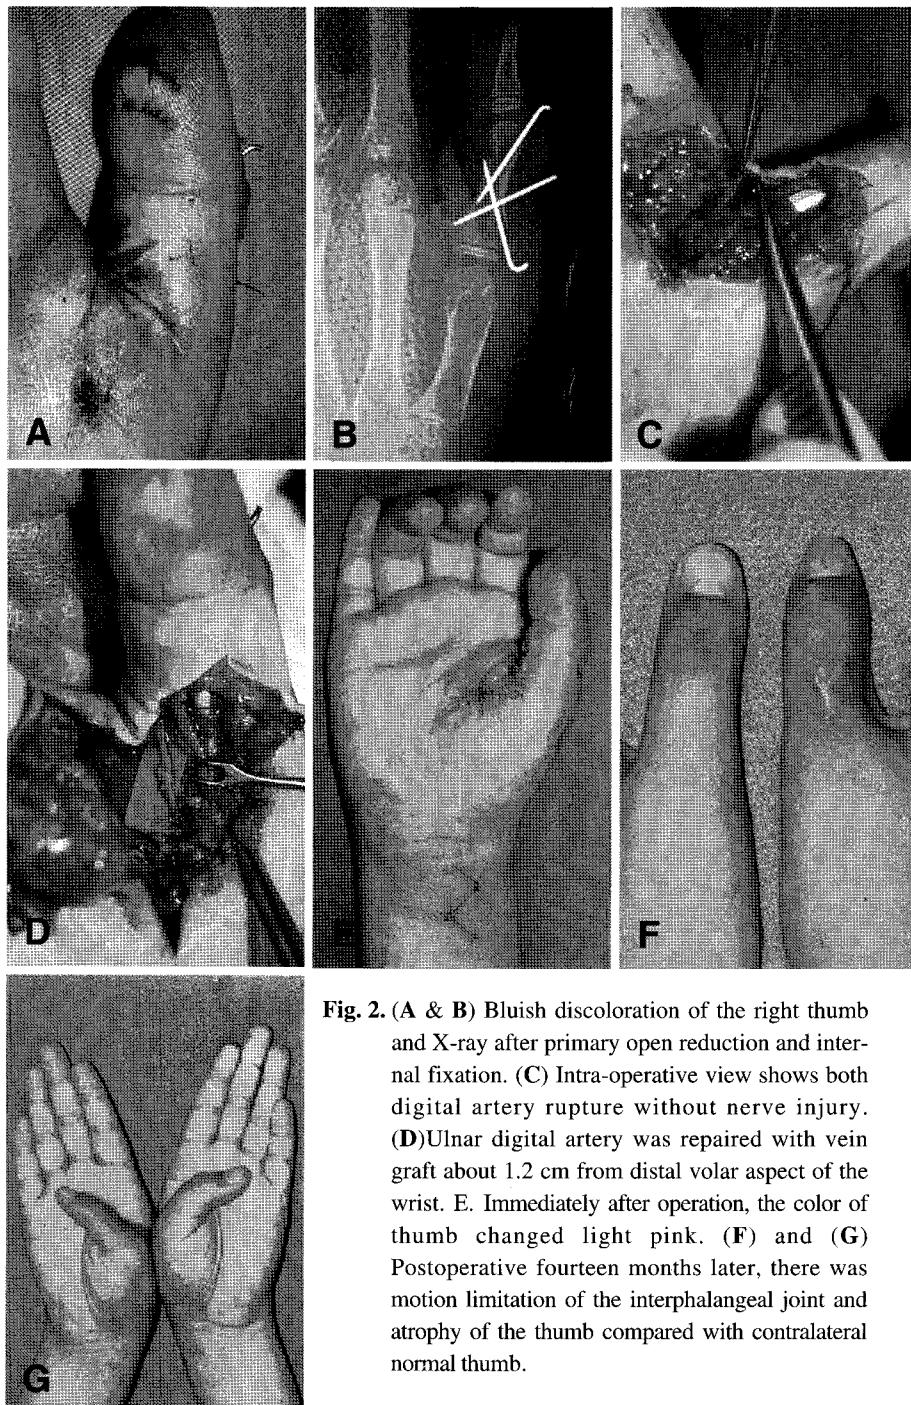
(A & B) Bluish discoloration of the right thumb and X-ray after primary open reduction and internal fixation. (C) Intra-operative view shows both digital artery rupture without nerve injury. (D) Ulnar digital artery was repaired with vein graft about 1.2 cm from distal volar aspect of the wrist. E. Immediately after operation, the color of thumb changed light pink. (F) and (G) Postoperative fourteen months later, there was motion limitation of the interphalangeal joint and atrophy of the thumb compared with contralateral normal thumb.
